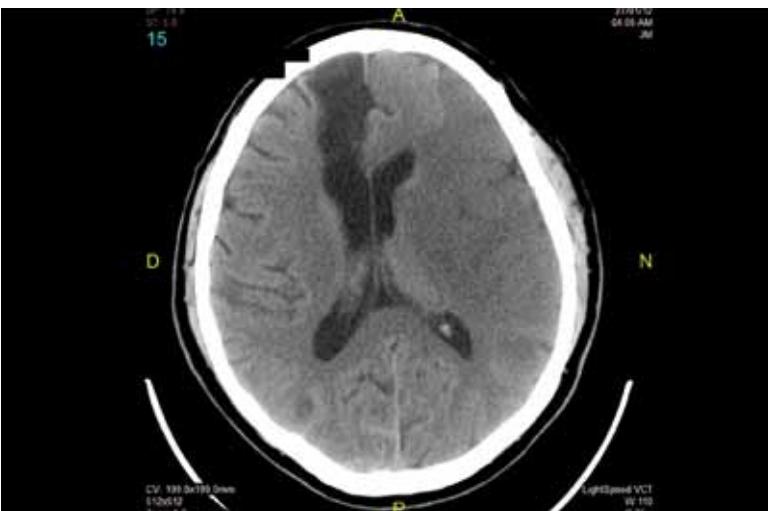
Tomografía 18 horas después del ingreso: accidente isquémico agudo en el territorio de la arteria cerebral media izquierda, hemorragia subaracnoidea occipital bilateral y área de encefalomalacia frontal
